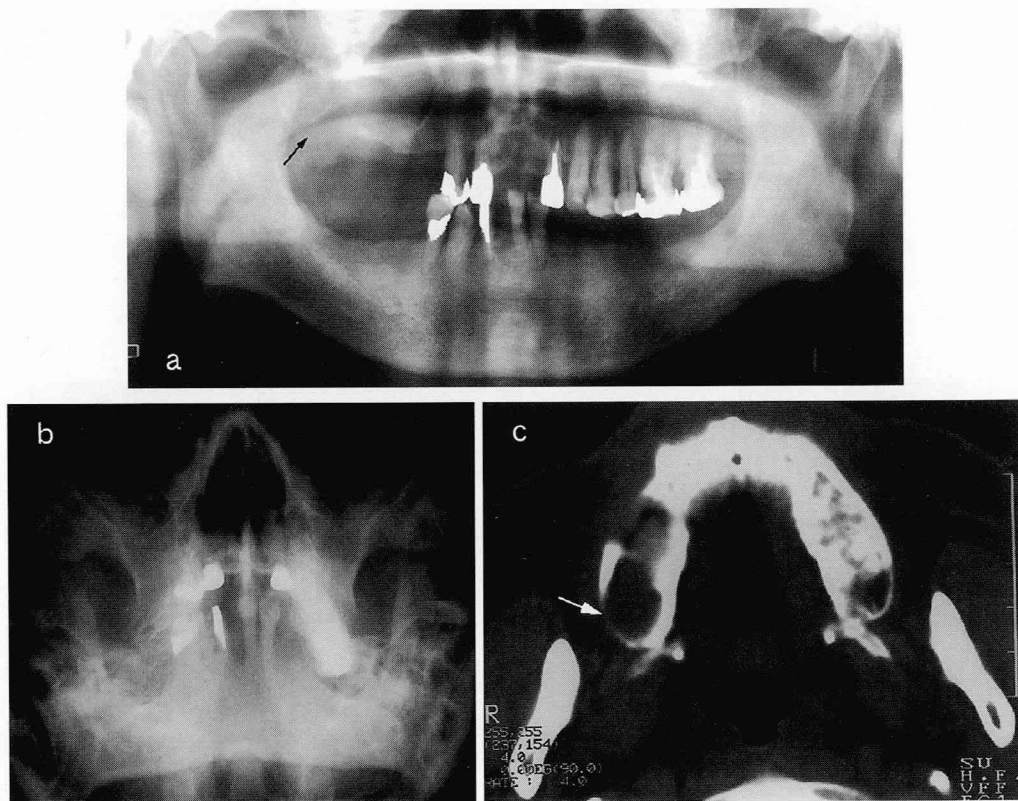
症例3の回転パノラマX線像，ウオーターズ像，CT画像
